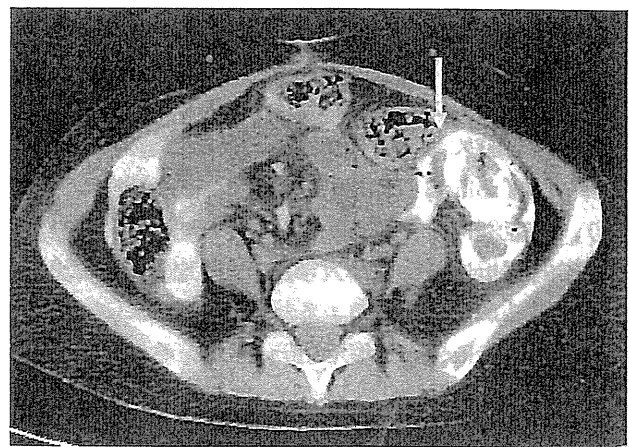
CT scan after injection of contrast media from the stoma shows leakage at the sigmoid colon under the stoma (arrow).
